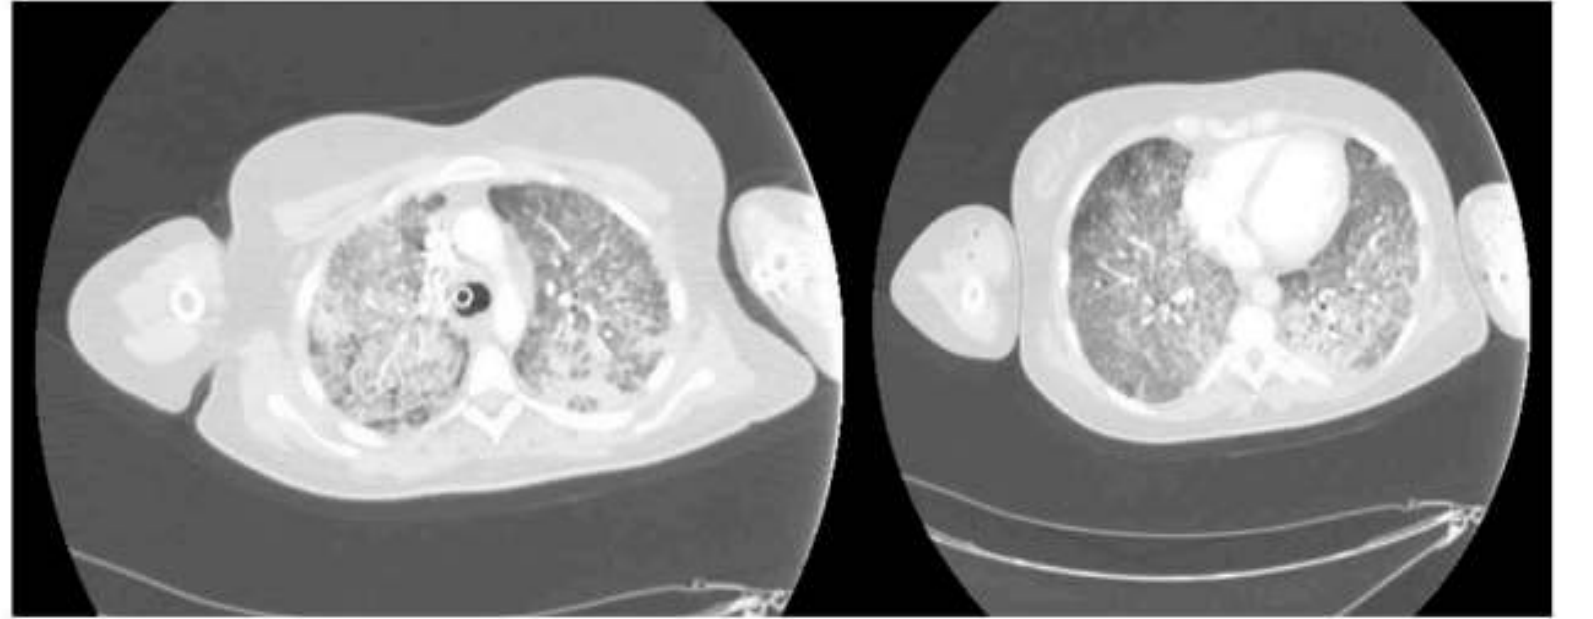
CT scan of patient n. 5 at admission before intubation. She died soon after
